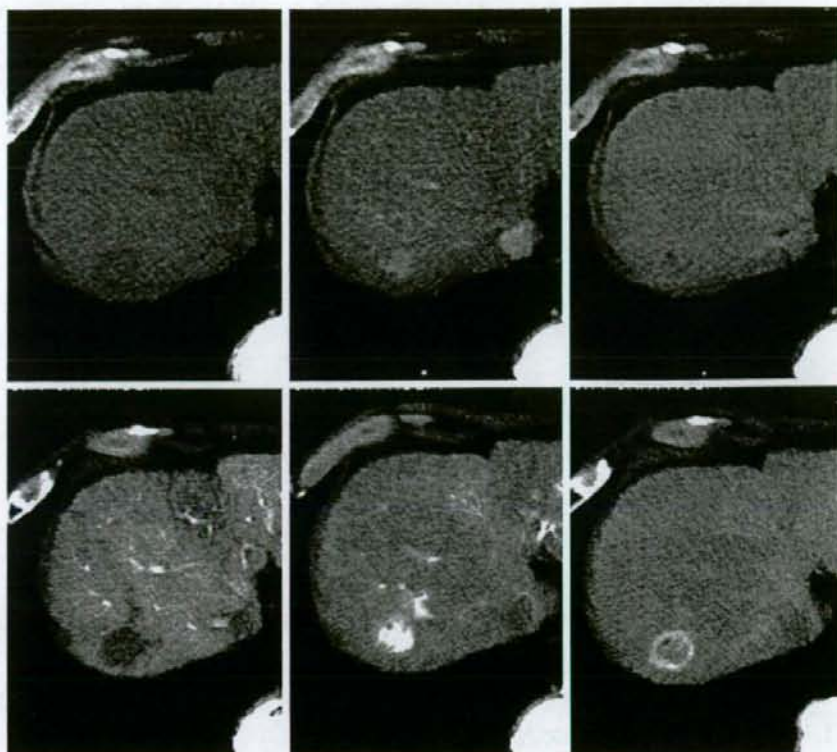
肝細胞癌の dynamic CT 像および血管造影 CT 像
